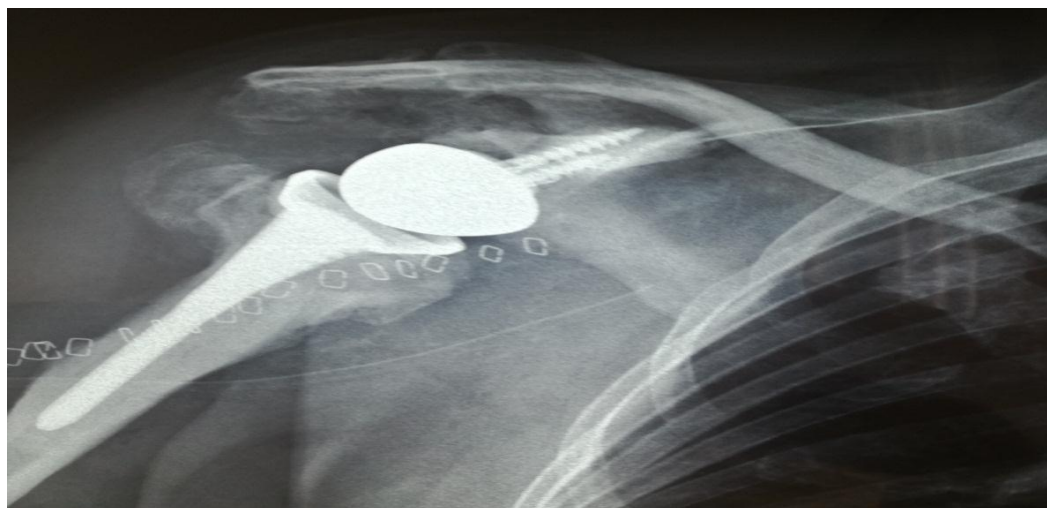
radiographie de face de l'épaule droite opérée à J 15 en postopératoire
